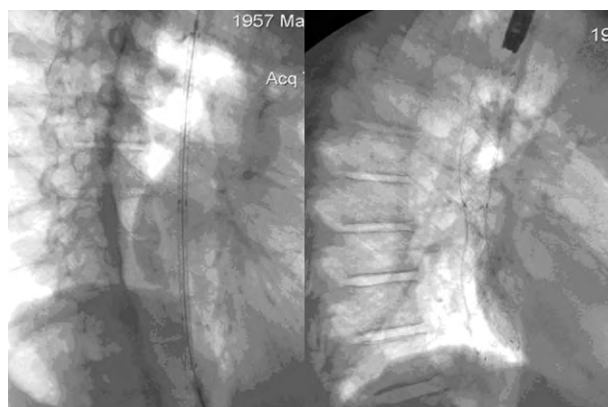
Эндоскопический и рентгенологический контроль этапа проведения стента и этапа высвобождения стента
